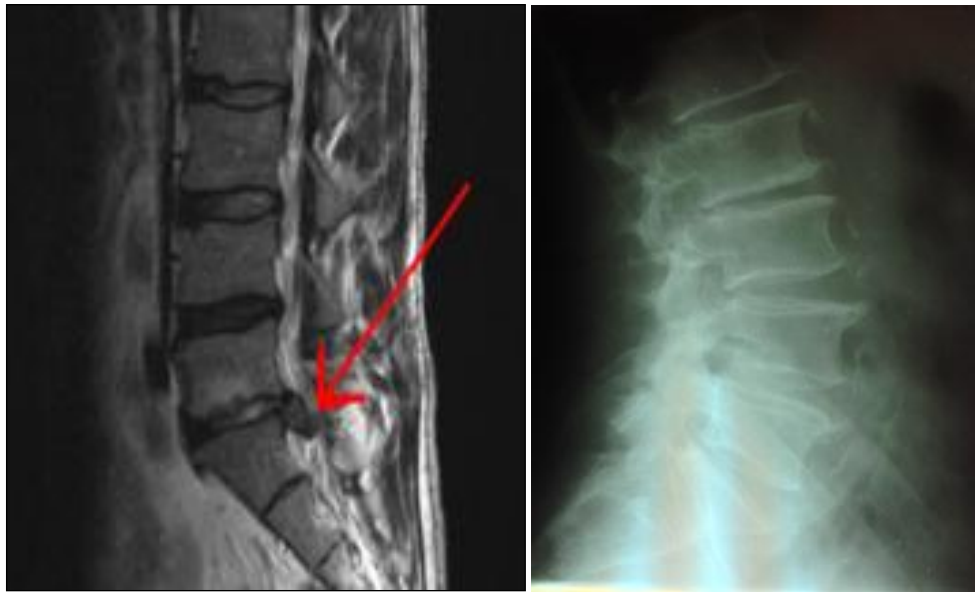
imagem RM indicação de hérnia discal (á dir), imagem raiox indicação de osteoatrose (á esq).
